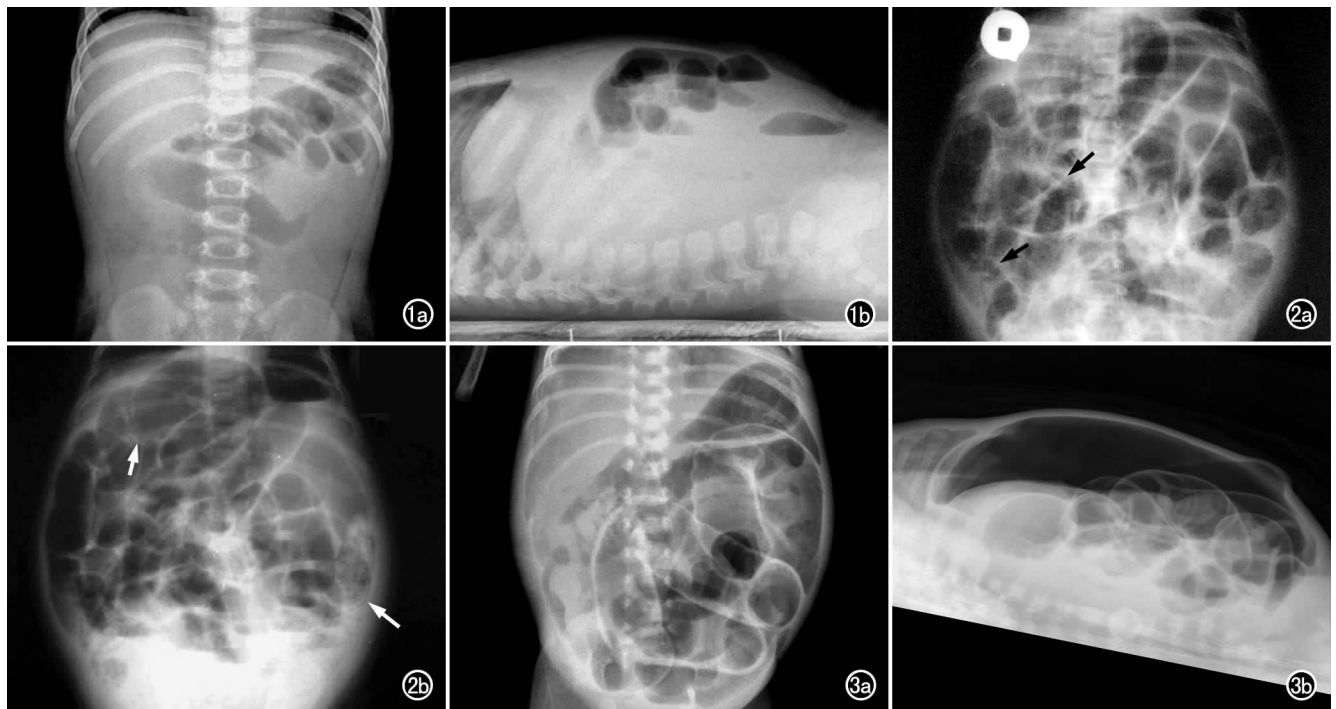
女,8 个月,腹胀、便血 2 天。a) 正位片示肠管充气不均匀,中上腹部肠管选择性扩张,呈连续管型; b) 水平侧位片示小的液气平面,前腹壁下无游离气体,结肠内无气体。图 2 女,10 个月,腹胀 3 天、便血 1 天。a) 正位片示肠管扩张胀气明显,充气肠管形态不规则,腹部透亮度降低,可见肠壁壁间积气呈小泡状、半环状透亮阴影(箭); b) 站立位平片示充气肠管形态不规则,呈管状改变,可见液气平面,肠壁增厚,可见肠壁壁间积气(长箭)和门静脉积气(短箭)。图 3 男,3 天,腹胀、呕吐 3 天,便血 2 天。a) 正位片示腹部透亮度增高,部分肠管扩张,肠壁以及肝脾边缘清晰可见; b) 水平侧位片清晰显示气腹,表现为前腹壁下弧带状透亮阴影,部分肠管扩张,肠壁以及肝脾边缘清晰可见。
